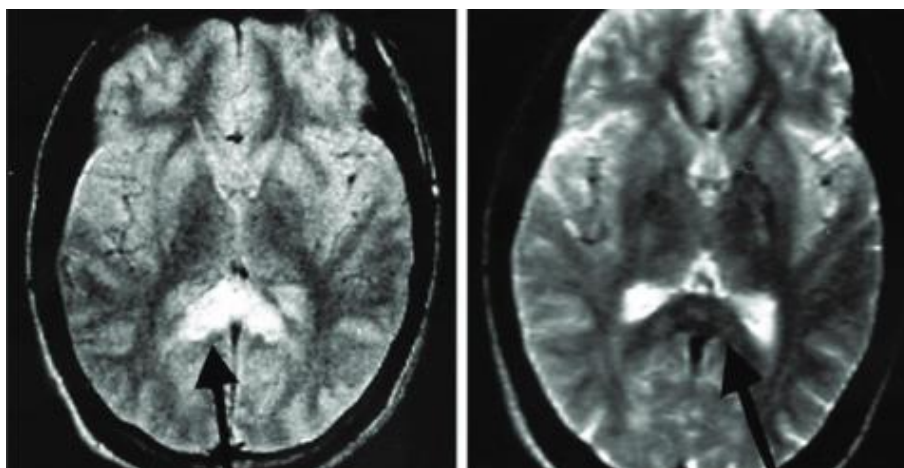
IRM permettant de visualiser l'intensification du signal dans le splénium du corps calleux, désigné par la flèche, d'un patient atteint d'OCHA à gauche, et la même vue 6 semaines plus tard, sans signal résiduel à droite (32)
